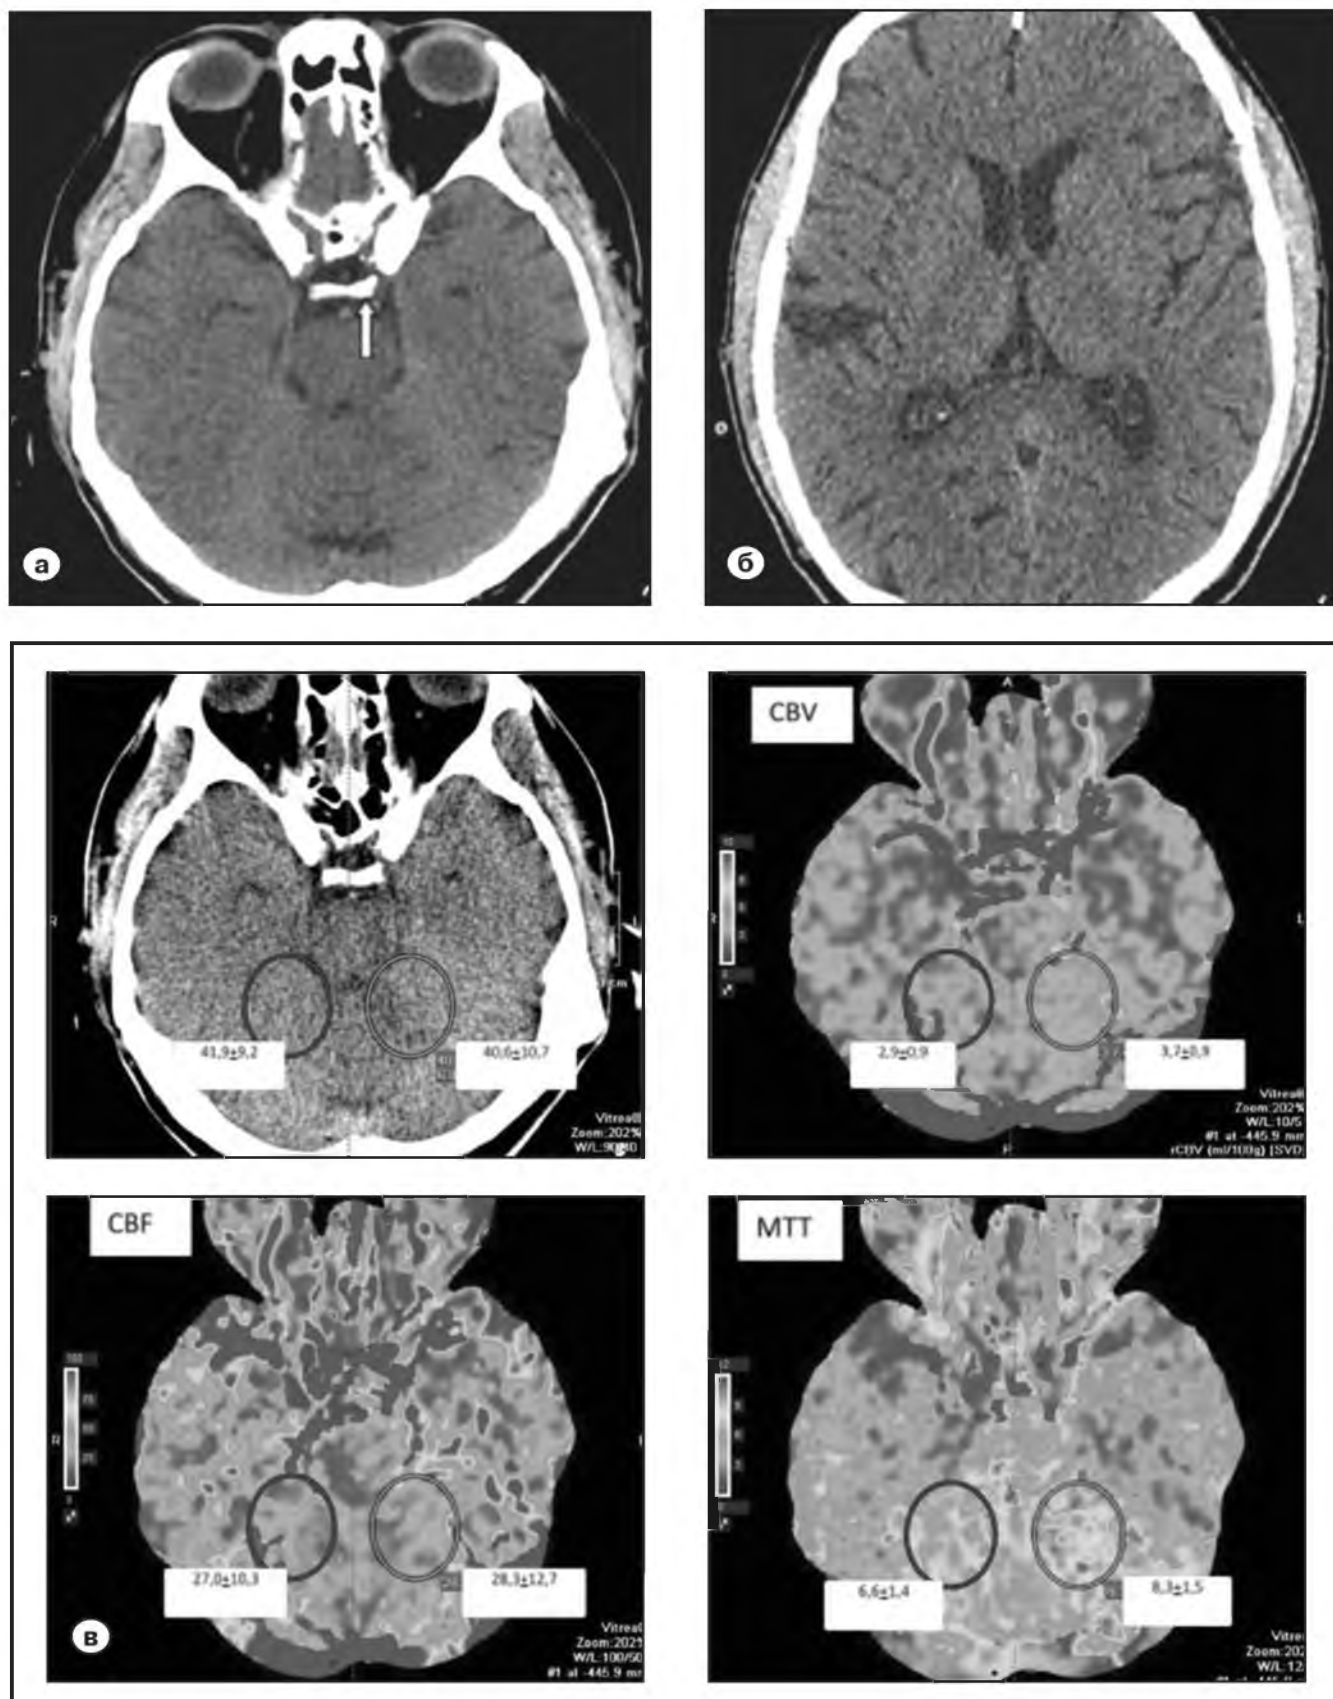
Компьютерная томография головного мозга при поступлении в стационар.
